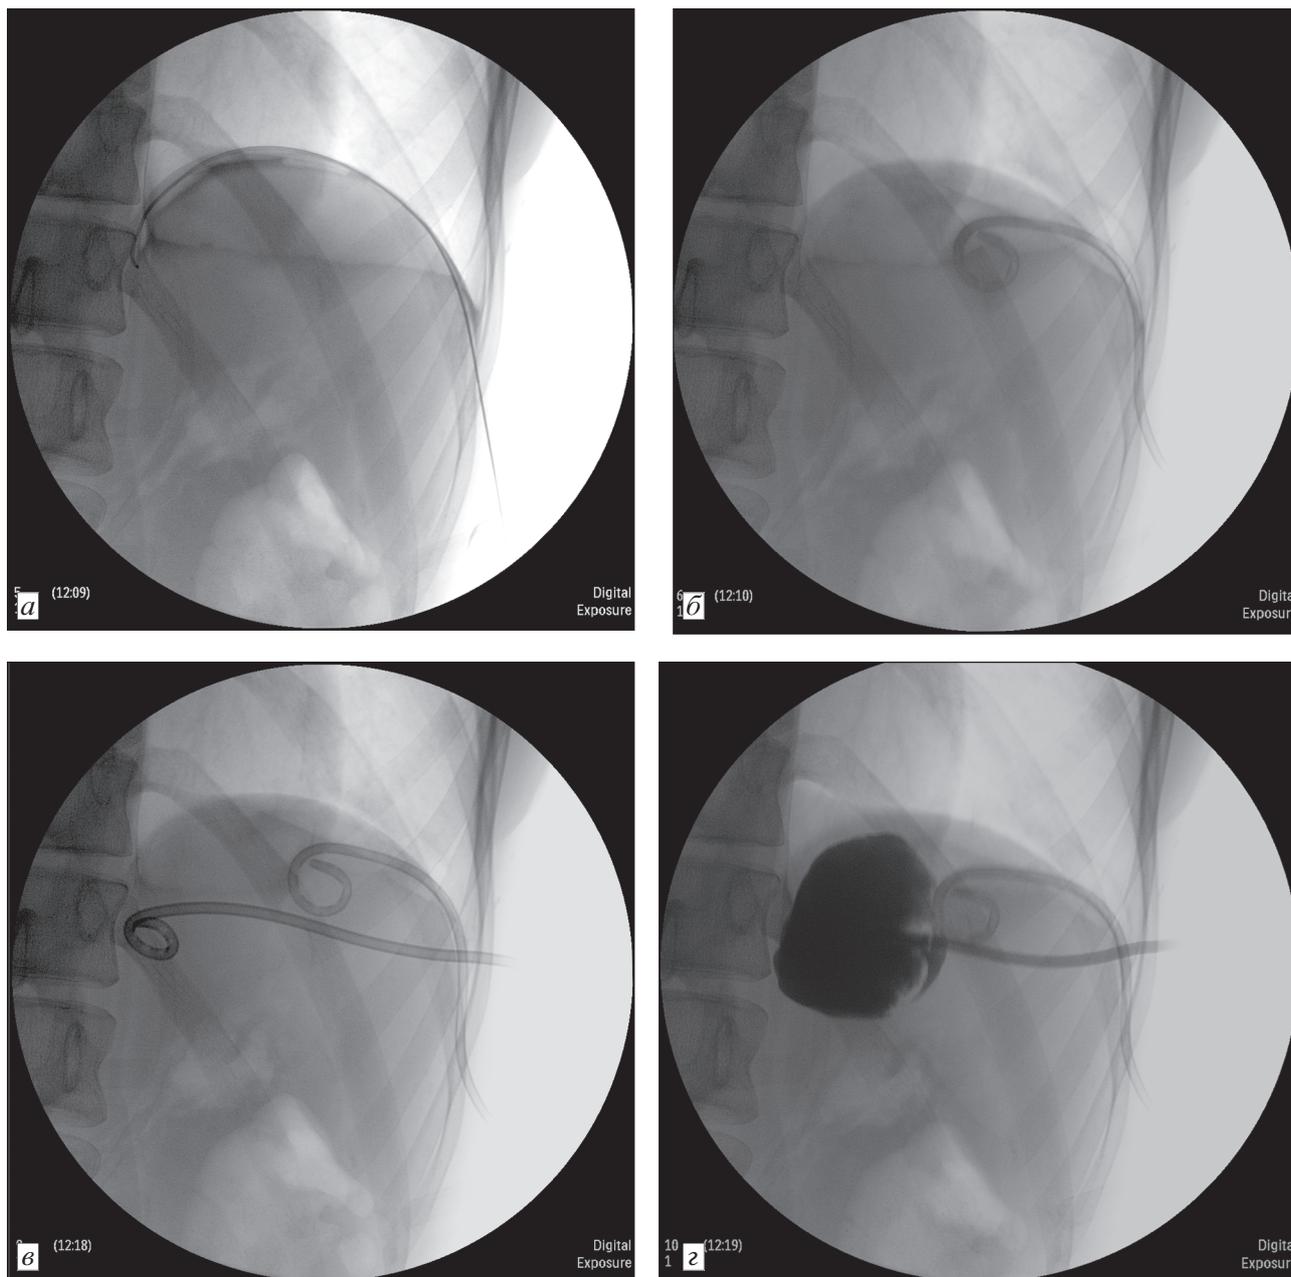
Этапы чрескожного трансселезеночного дренирования жидкостных образований в области хвоста поджелудочной железы (рентгенограммы брюшной полости) (объяснение в тексте).
